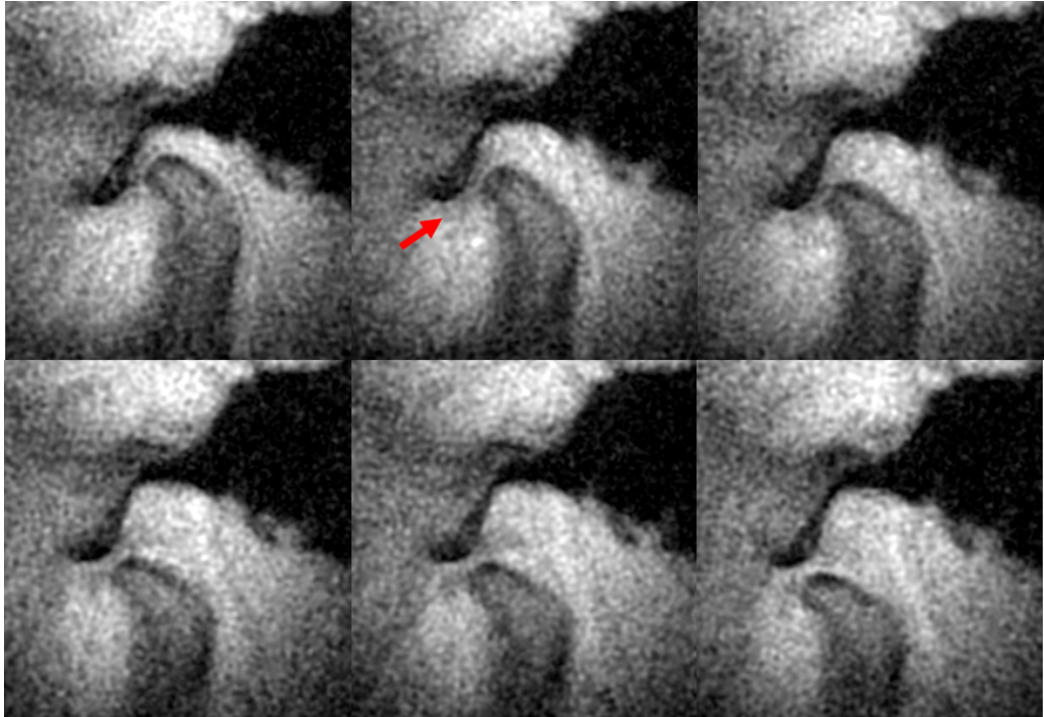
Exemplarische dynamische MRT-Bildserie eines gesunden Kiefergelenks (rechte Körperseite) während des Öffnen des Mundes. Zu Beginn der Messung ist der Mund geschlossen (oben links) und am Ende weit geöffnet (unten rechts). Die physiologische Bewegung des Diskus im intraartikulären Zwischenraum ist erkennbar (Pfeil). Die Serie wurde aus den MRT-Daten mit einem KWIC-Filter bei konstanter Mindestabtastung, durch das Nyquist-Kriterium vorgegeben, rekonstruiert.
